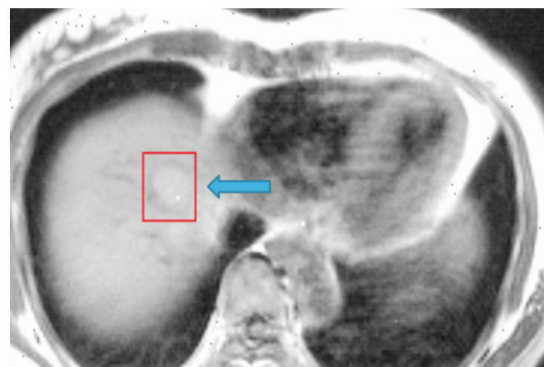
Immagini RMN dell'addome. La freccia indica la neoformazione visibile nel segmento S4 epatico.
